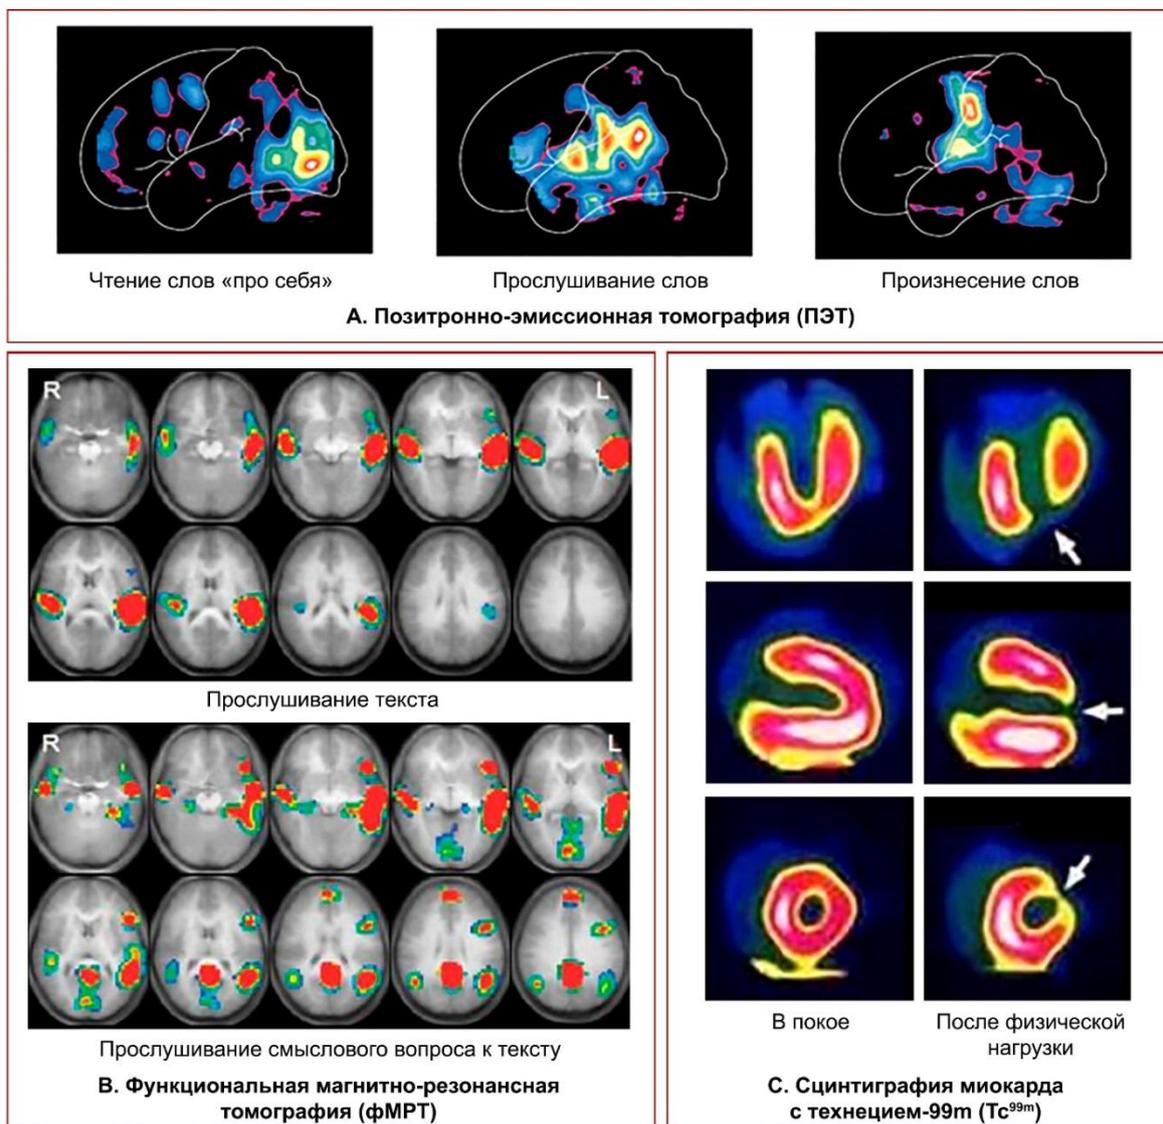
Некоторые современные методы исследования органного кровотока. На сцинтиграммах стрелкой показан дефект перфузии миокарда, возникший после физической нагрузки
